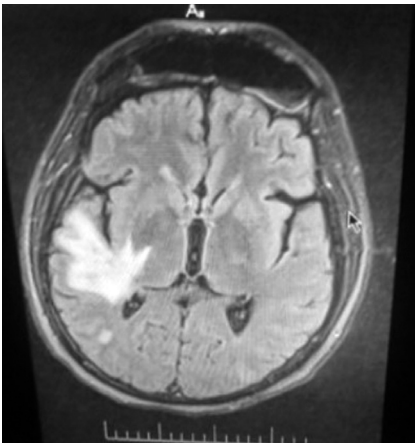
Магнитно-резонансная томография головного мозга пациента С. с энцефалитическими очагами.
